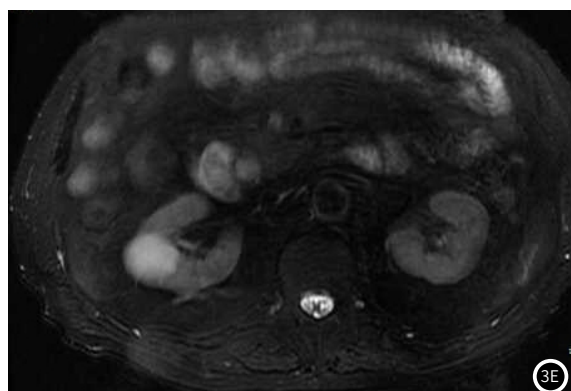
MRI压脂T₂WI, 呈等或混杂高信号改变; 图3F: MRI DWI高B值弥散受限, 占位呈稍高信号改变)。
